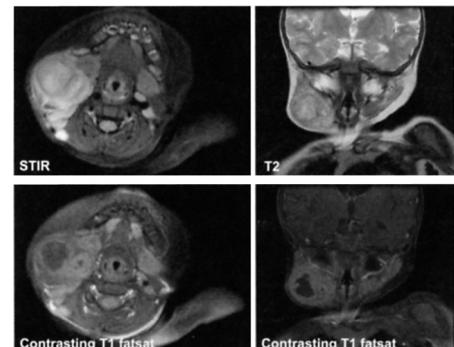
MRI findings of Case 2
